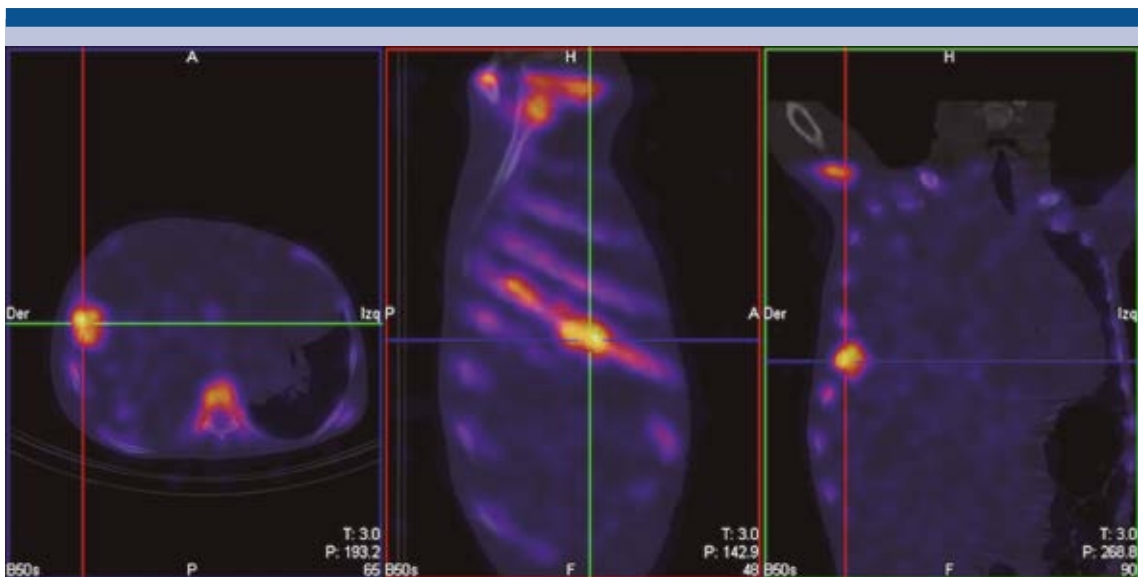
Imágenes de fusión de tomografía por emisión de fotón único y tomografía simple en proyección axial, sagital y coronal: incremento de actividad en el sexto arco costal (porción lateral) que corresponde con la gran zona de abombamiento de la cortical en el estudio anatómico.
